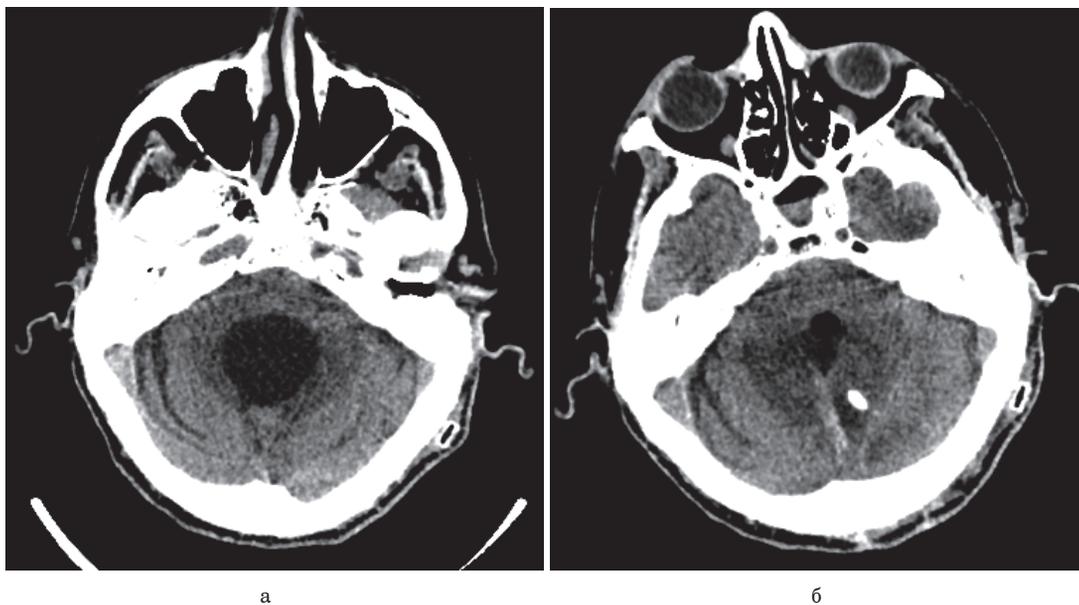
КТ головного мозга: *а* – расширенный IV желудочек; *б* – нормализация размера IV желудочка после установки шунта
